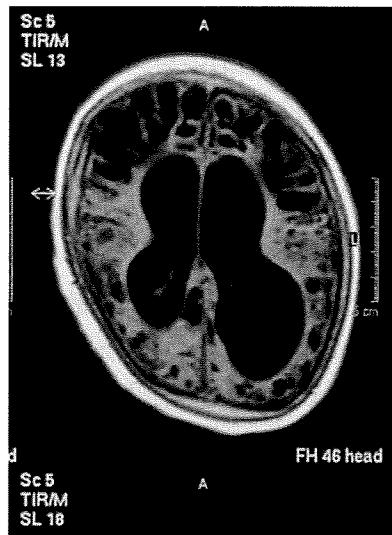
1歳6ヶ月 2008.2.14 MRI
